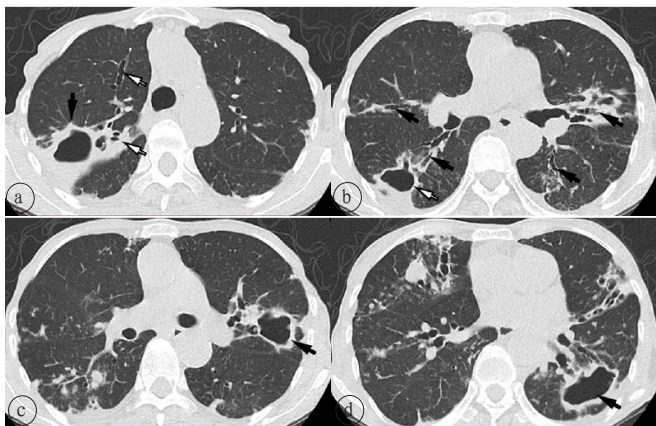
患者男, 68岁, NTM肺病。a. 胸部CT示右上肺厚壁空洞(黑箭), 空洞内壁较光滑, 右上肺多发支气管扩张(白箭), 扩张的支气管管壁增厚; b. 右上中肺叶及左肺舌段见多发支气管扩张(白箭), 右上肺叶见空洞影; c. 右肺下叶可见结节及小空洞影, 左上肺见厚壁空洞, 空洞内壁较光滑(黑箭); d. 右肺中叶及两下肺见多发支气管扩张, 左下肺叶见较大肺空洞影, 空洞肺门侧可见扩张的引流支气管(黑箭)。
